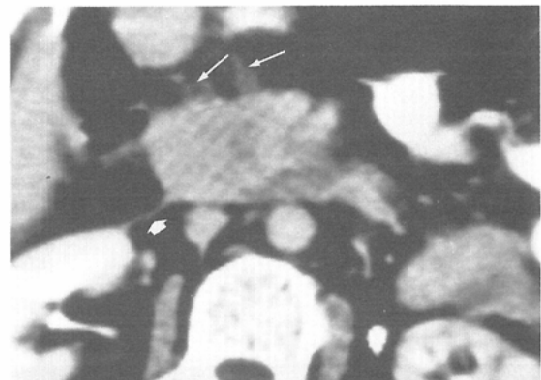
Some protrusions from the anterior boundary are clearly demonstrated (⇔). S₂ in CT, and se in pathology. Thickening of the renal fascia is also demonstrated (◁). Rp₃ in CT, rp₃ in pathology.
